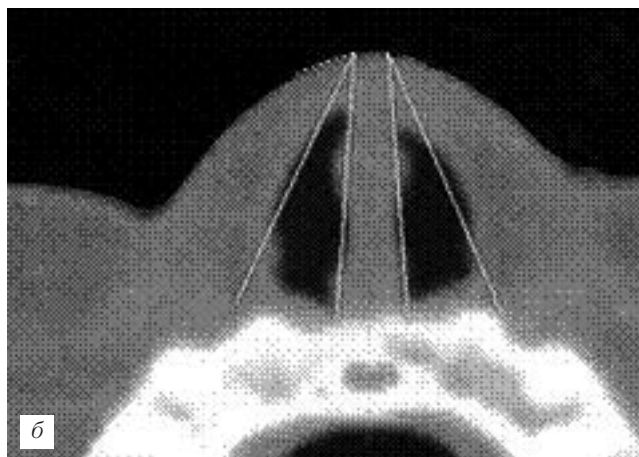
Изображение основания носа (а). КТ-проекция, параллельная основанию носа — NBV (б).
